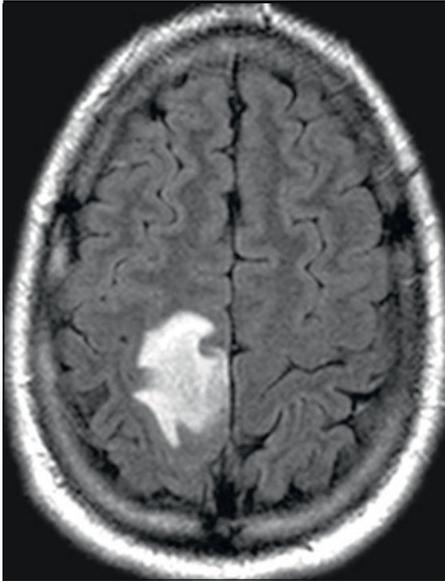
Präoperatives MRT-FLAIR in axialer Schnittebene (gespiegelt). Das kortikale Tumoreareal präsentiert sich in dieser Sequenz größer als in T1.
